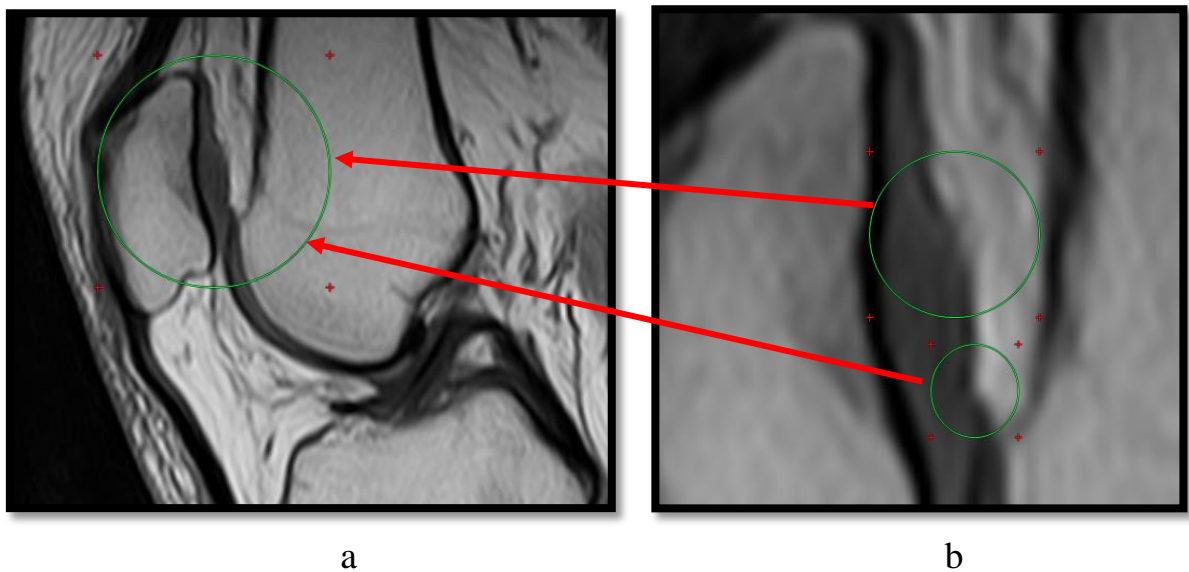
Данные первичной МРТ у пациента Т: а – общая картина; б – увеличенный масштаб
